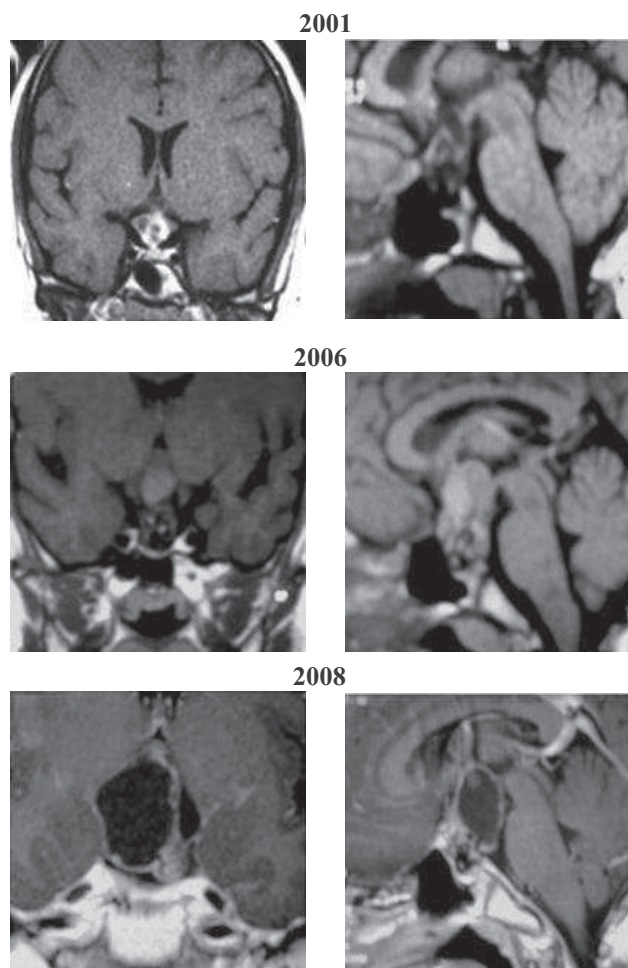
IRM successives en coupes coronales et sagittales :
